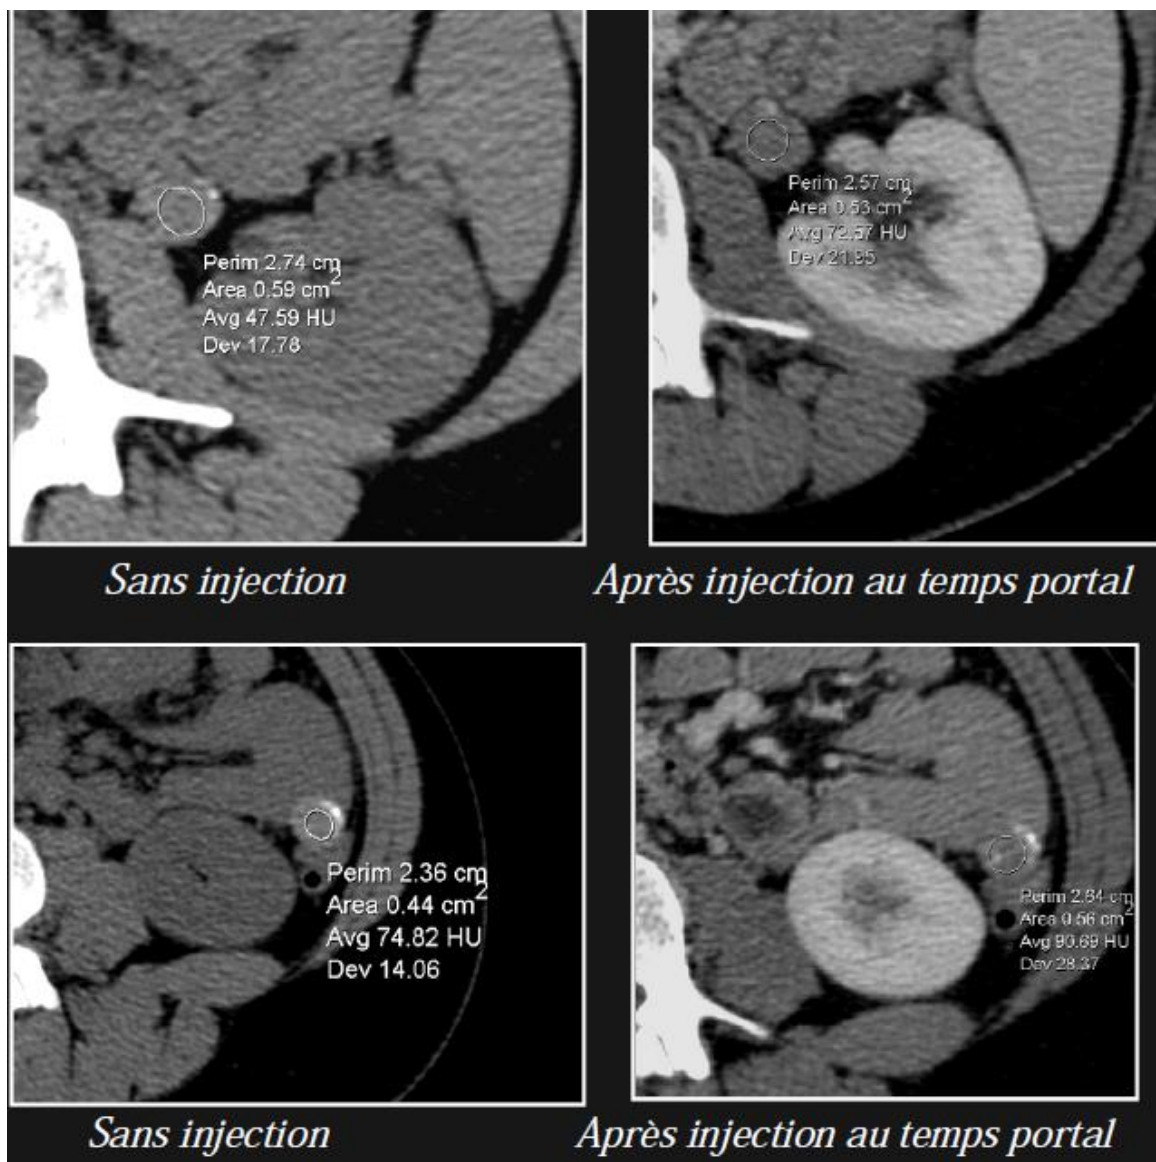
TDM abdominale. Lésions mésentériques et grêliques, présence de fines calcifications, prise de contraste modérée [21].
